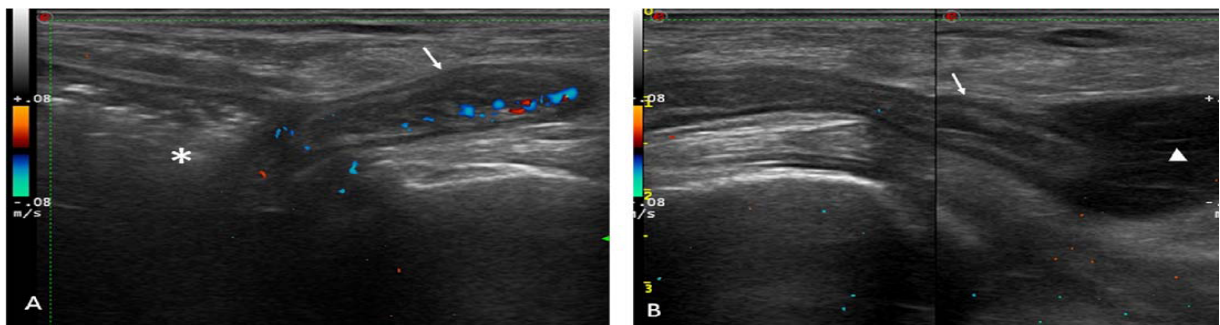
Échographie de la région inguinale droite [41].
